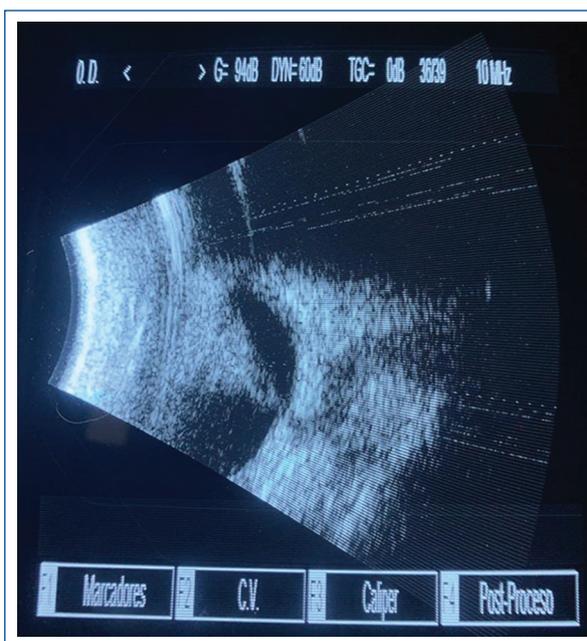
Ultrasonografía. Cavidad vítrea de ambos ojos con una banda hiperreflectiva que inicia a nivel del nervio óptico, con trayecto hasta el segmento anterior, con la retina adherida en toda su extensión.
